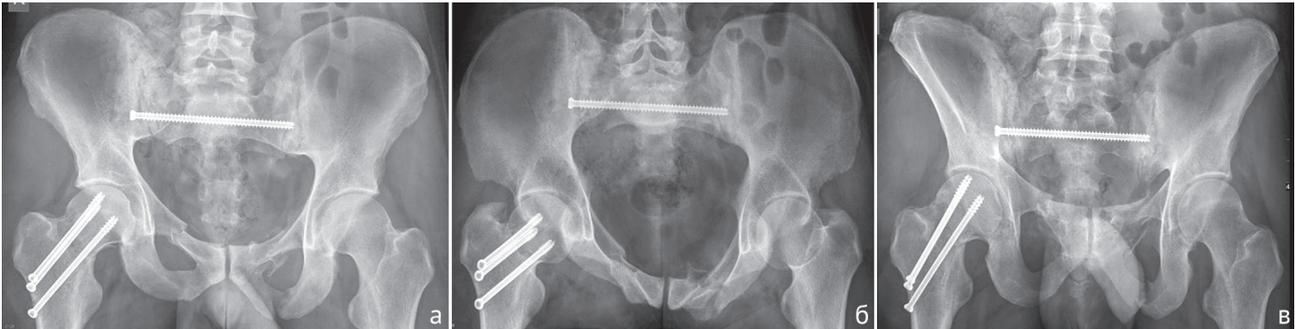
Итог двух этапов оперативного лечения: а – рентгенограмма таза в прямой проекции; б – рентгенограмма таза в проекции inlet; в – рентгенограмма таза в проекции outlet
